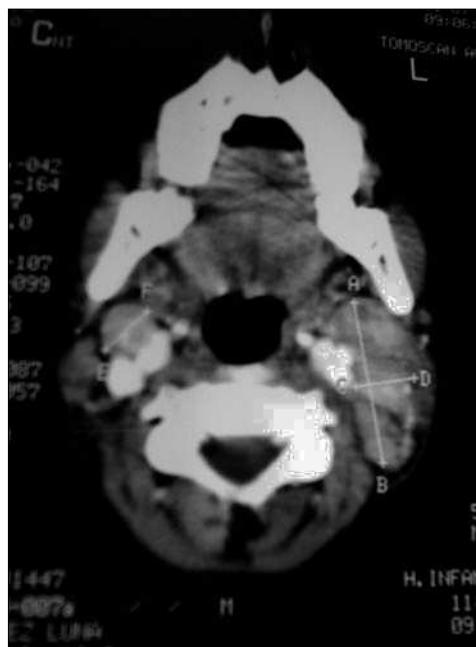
TC. Conglomerados adenopáticos con imágenes sugestivas de necrosis en su interior.
